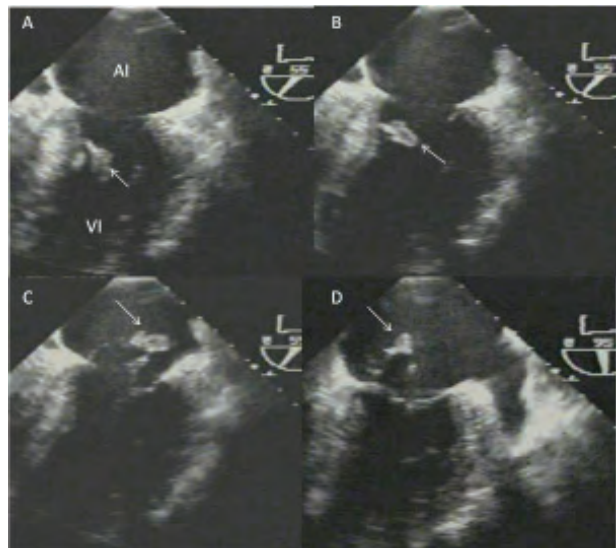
Ecocardiograma transesofágico: Paciente con infarto posteroinferior del ventrículo izquierdo y ruptura total del músculo papilar posterior. En A y B, durante la sístole ventricular, en forma progresiva se ve al músculo papilar posterior "cortado" en forma transversal por el haz de ultrasonido, desplazado en forma pasiva hacia el anillo mitral (flechas). En C y D el cuerpo del músculo papilar, valvas y cuerdas tendinosas se identifican totalmente dentro de la aurícula izquierda (flechas). AI= Aurícula izquierda, VI= Ventrículo izquierdo.
